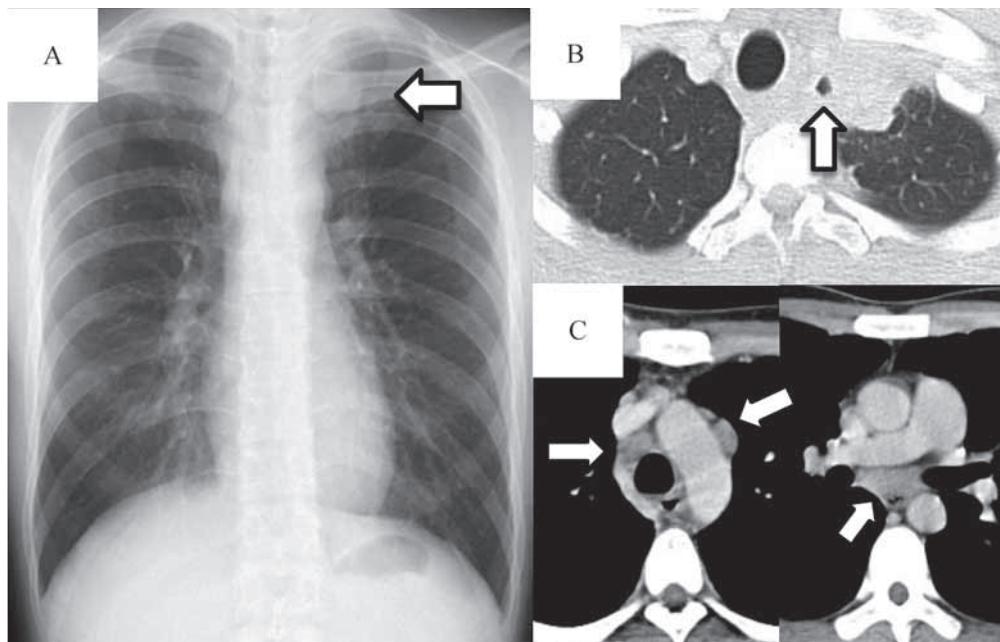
Chest X-ray on admission (A) shows infiltrate in the left upper lung field. Computed tomography (CT) revealed a small gas collection in the mediastinum (B) and mediastinal lymphadenopathy (C).
